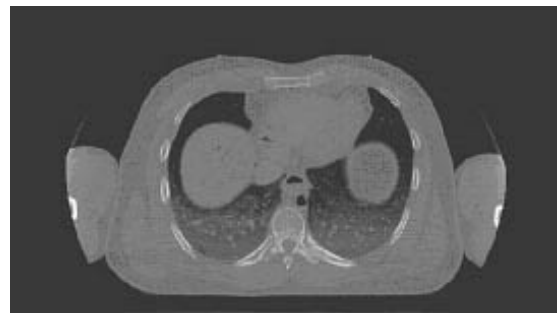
CT image showing that lateral parts of upper limbs are cut off in the Visible Human Project.
